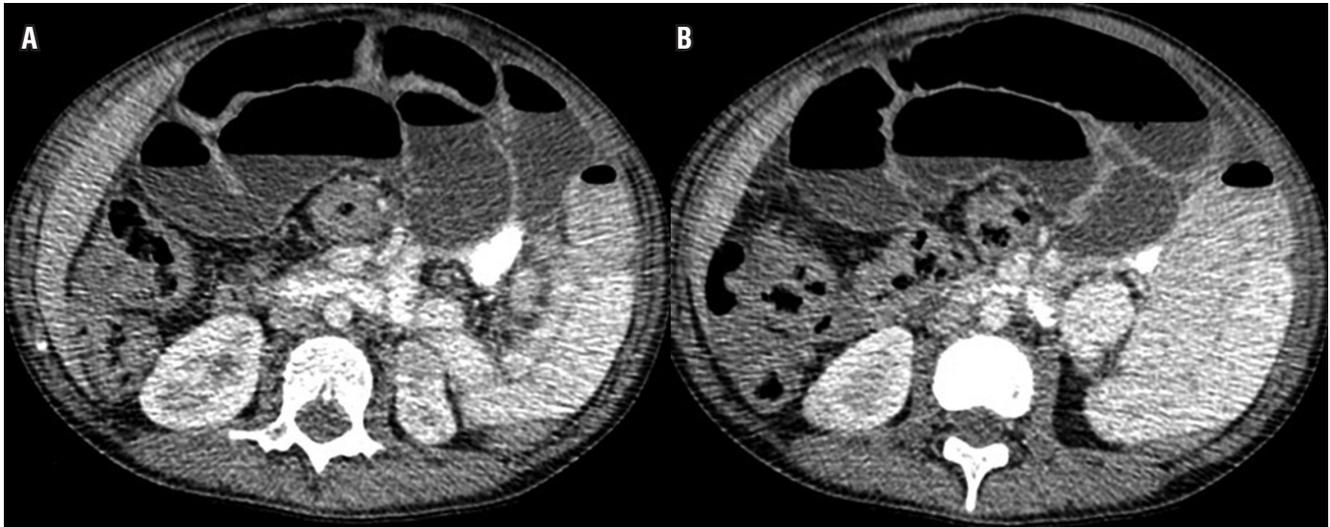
A y B. Tomografía de abdomen simple y contrastada, donde se evidenció dilatación de asas intestinales principalmente en ileon y colon con niveles hidroaéreos y aire en ampolla rectal.
